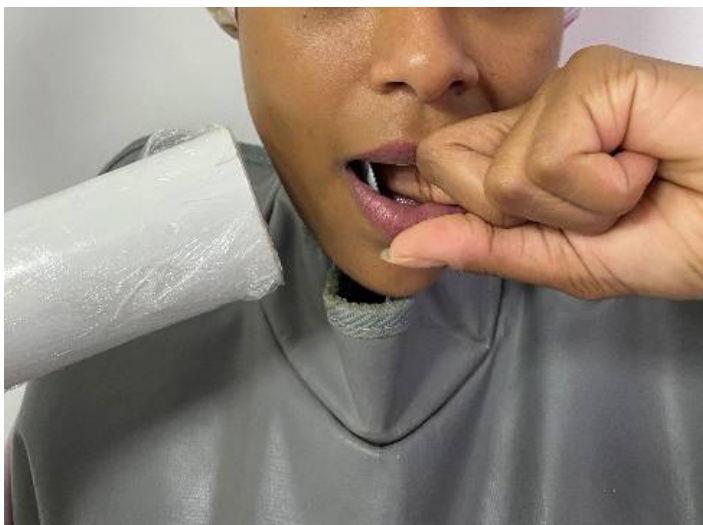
Imagem da realização de radiografia periapical pela técnica da bisettriz.
